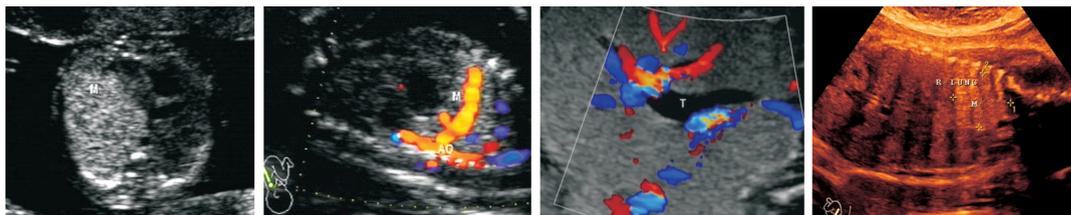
胎儿隔离肺畸形的产前超声诊断与鉴别 A: 胎儿隔离肺畸形胎儿胸腔横断面, 左侧胸腔内一高回声团, 心脏右移; B: 胎儿隔离肺畸形 CDV 图像, 高回声团块供血来源于主动脉; C: 胎儿高位呼吸道梗阻病例, 可见伴行血管旁扩张的气管(T)可与 PS 鉴别; D: 肺囊腺瘤 III 型, 高回声团块供血来源于肺动脉可与 PS 鉴别
